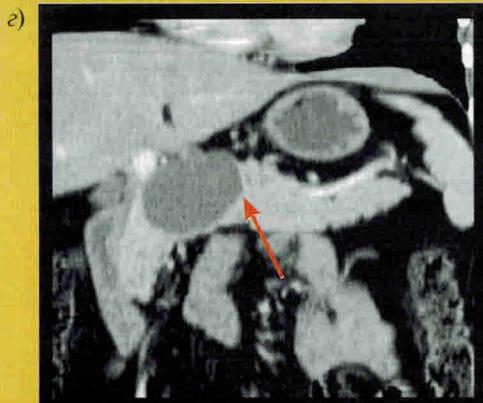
Серозная цистаденома головки поджелудочной железы. КТ.
